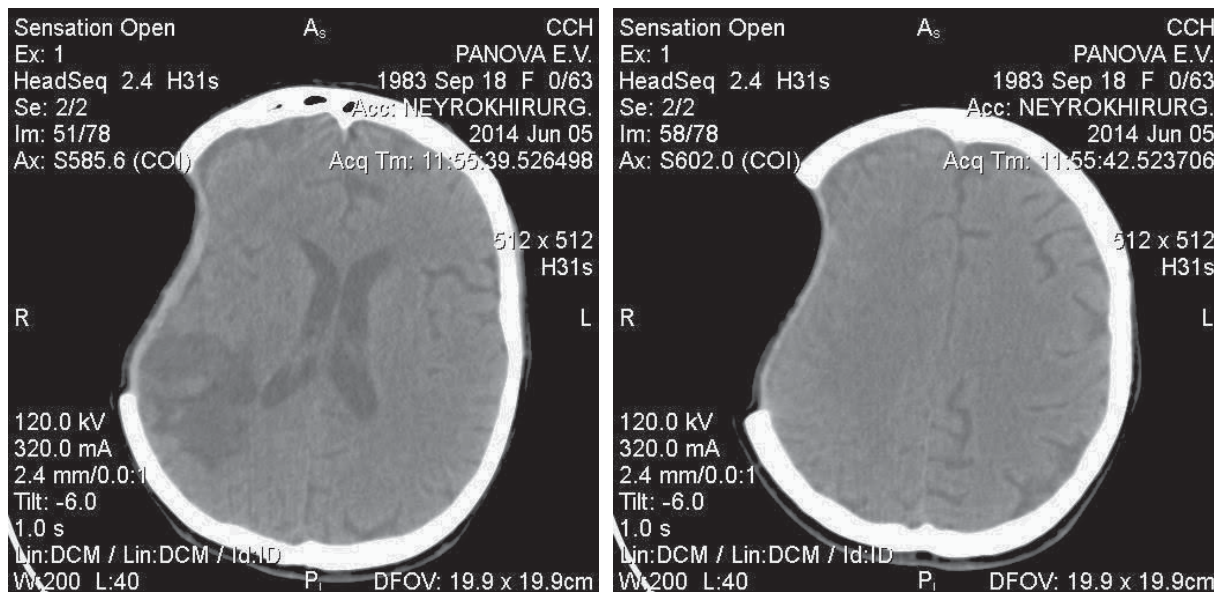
Спиральная КТ головного мозга. После операции.
